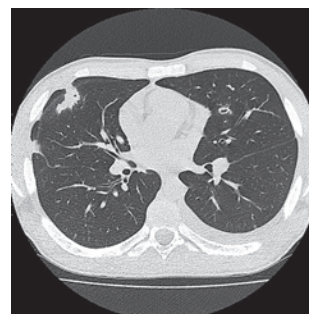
КТ грудной клетки (аксиальная проекция) от 25.02.19
